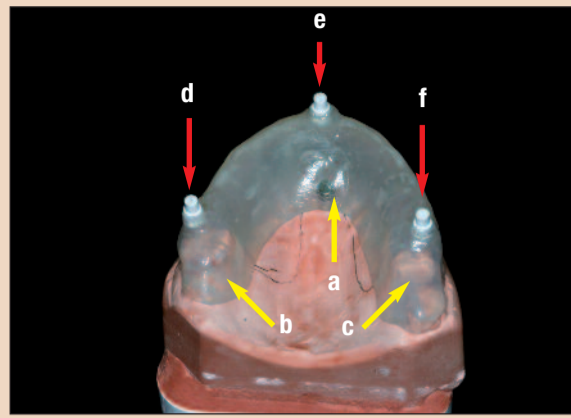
а. Рентгенологический шаблон, зафиксированный на системе Positioning TRIPOD с помощью стандартных рентгеноконтрастных пинов.
